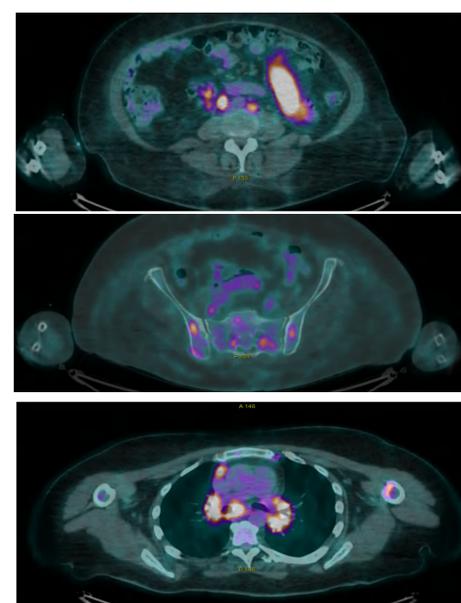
foyer hyper métaboliques TEP TDM coupes axiales
